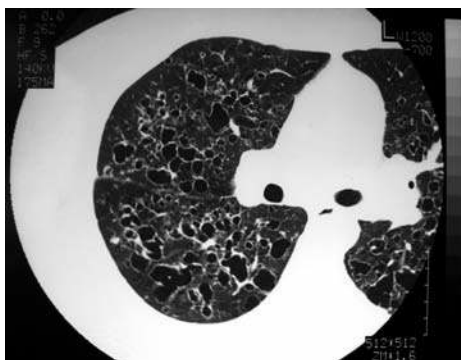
Tomografía computarizada torácica de un paciente con histiocitosis X. Se pueden apreciar múltiples quistes de diferente tamaño, con algunos nódulos pulmonares.
